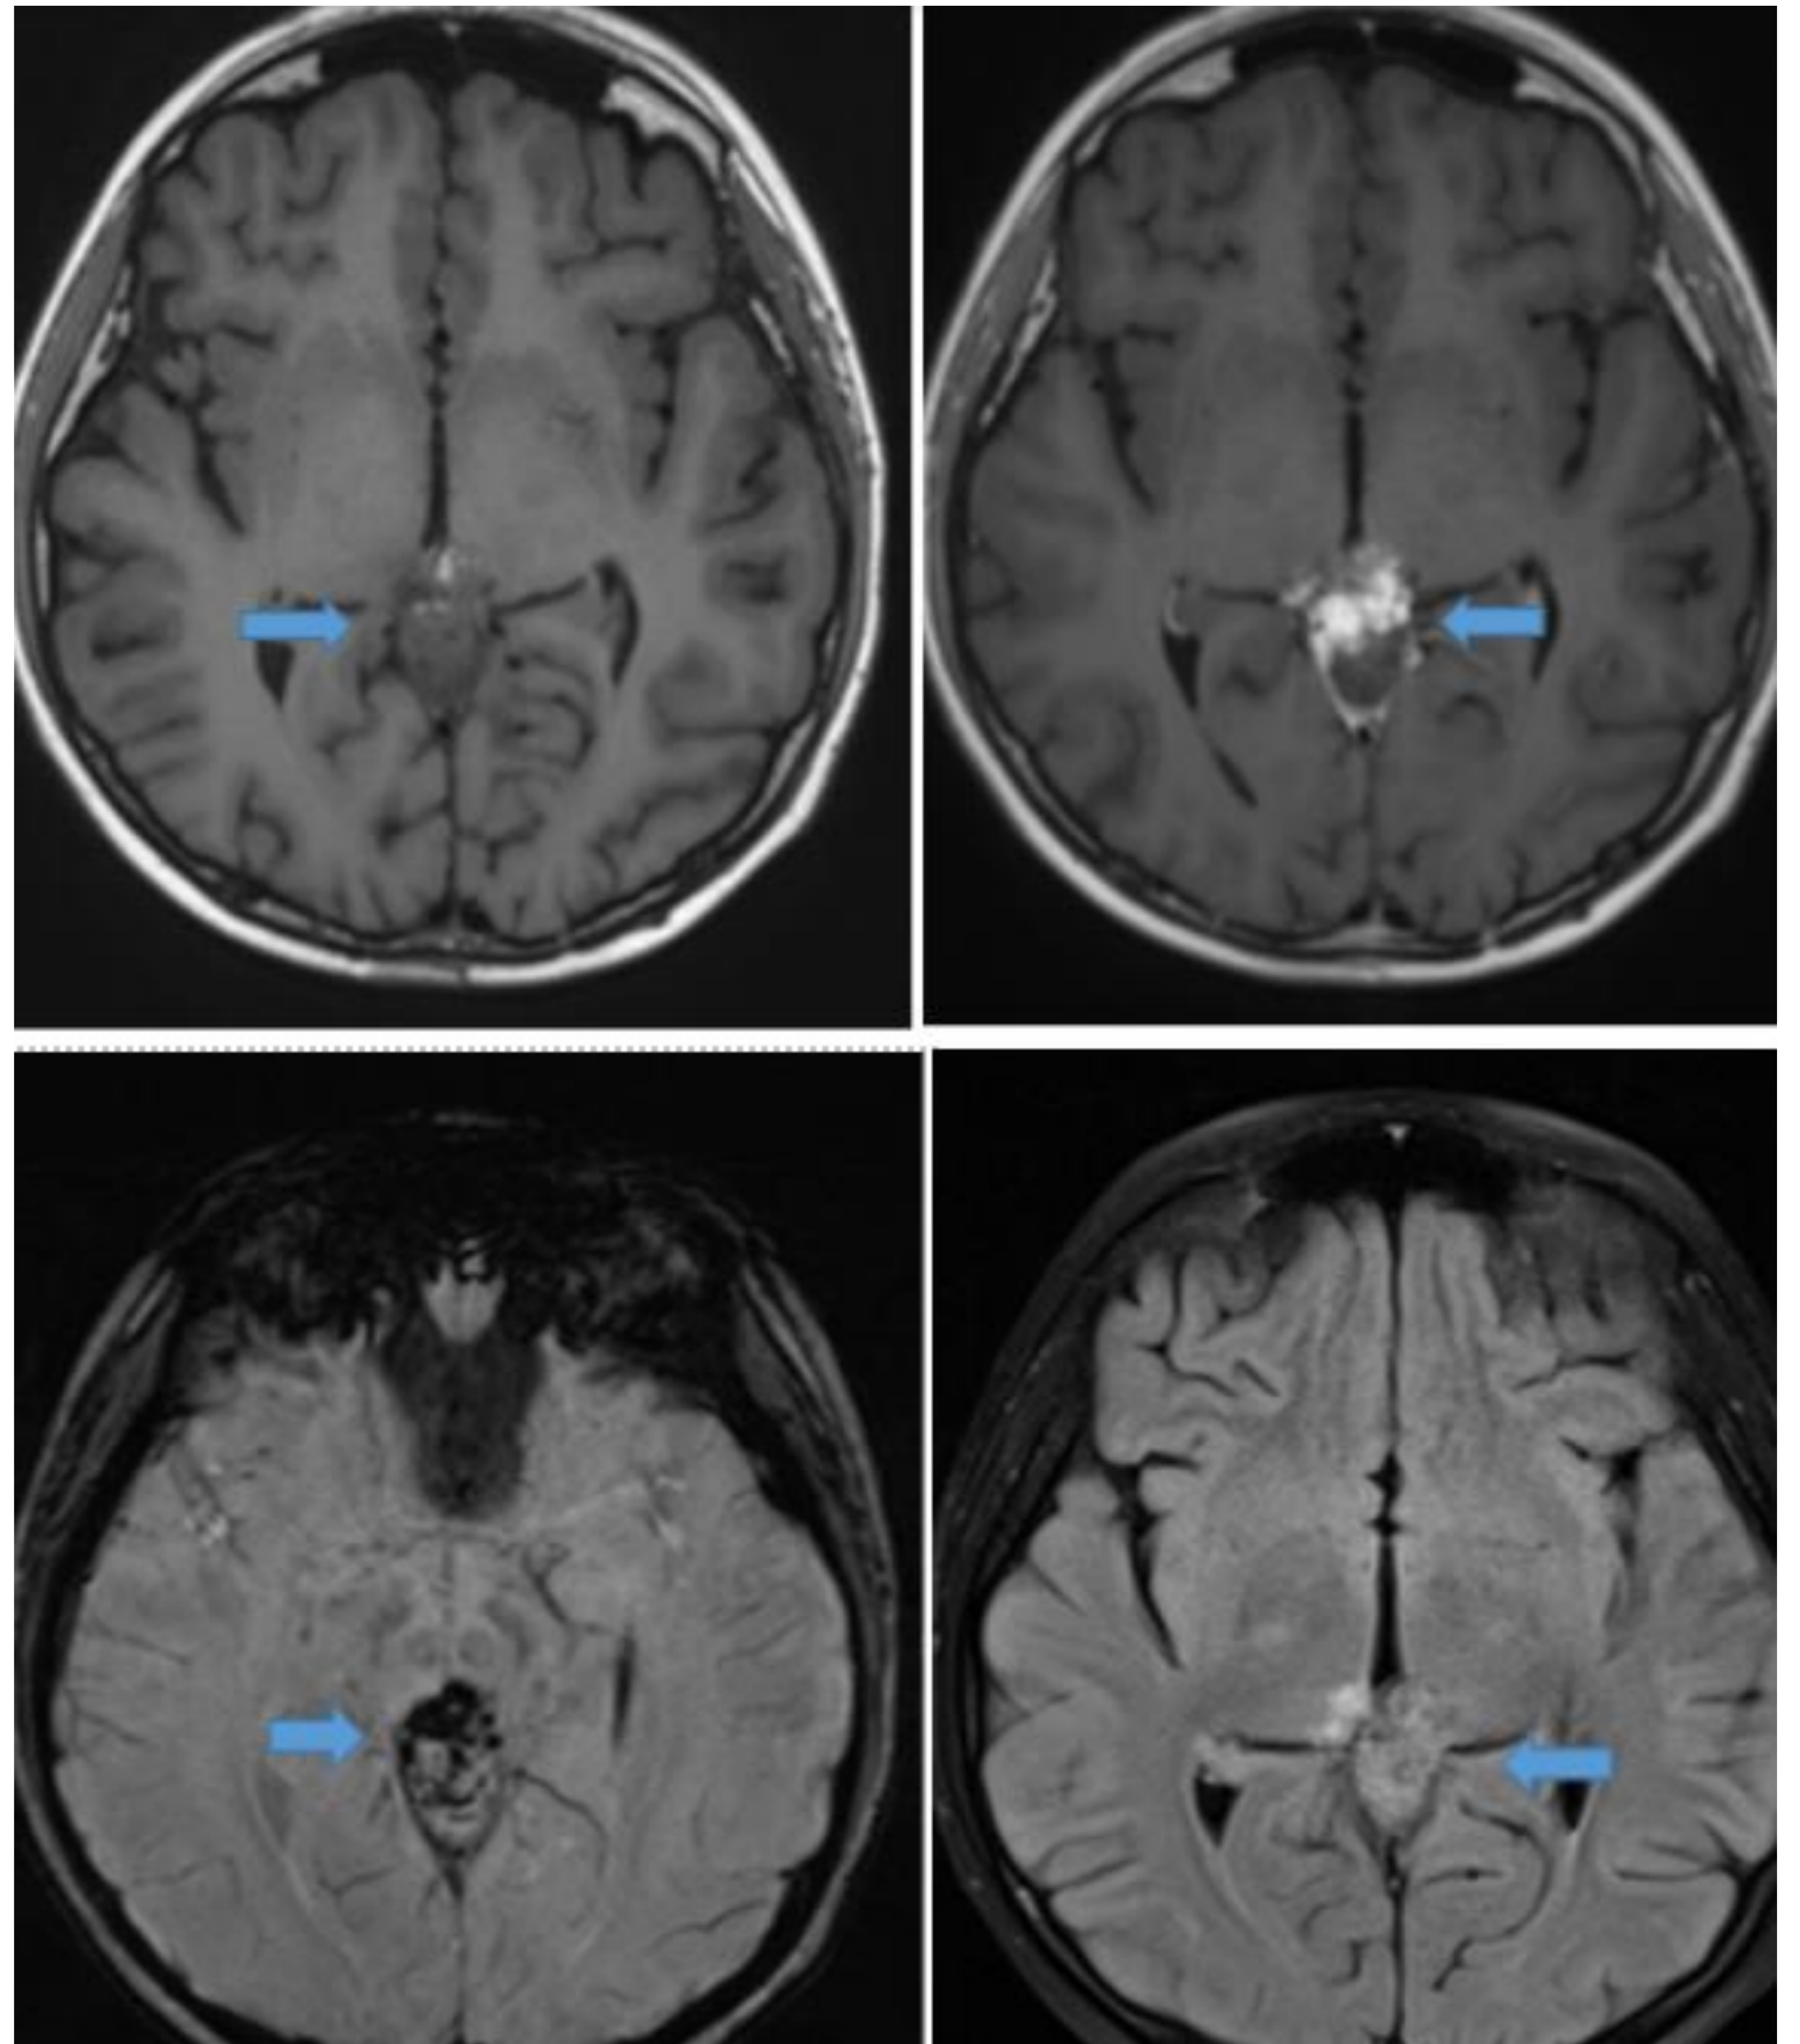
Germinoma. Arriba a la izquierda: Imagen ponderada en T1. Arriba a la derecha: Imagen ponderada en T1 después de la administración de gadolinio. Abajo a la izquierda: Imagen de susceptibilidad paramagnética. Abajo a la derecha: Imagen FLAIR. Tumor sólido dependiente de la glándula pineal que infiltraba la pared posterior del III ventrículo. Hipointensa en T1 con hiperintensidad en T2 con respecto a la sustancia gris. Calcificaciones gruesas dentro de la lesión. Ávido realce después de la administración de contraste.
